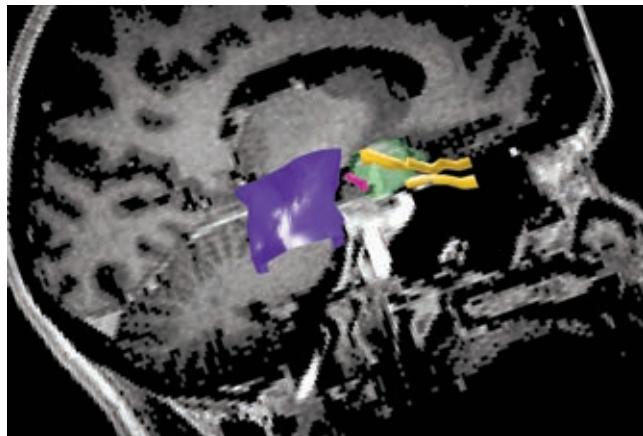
МРТ головного мозга в аксиальной проекции с контрастным усилением в режиме T1-ВИ, 3D-реконструкция опухоли и критических структур; планирование стереотаксической радиохирургии в системе Leksell Gamma Plan 10.1, июль 2016 г. Стебельная крациофарингиома — зеленый цвет; зрительные нервы — оранжевый цвет; ствол головного мозга — синий цвет; стебель гипофиза — красный цвет
